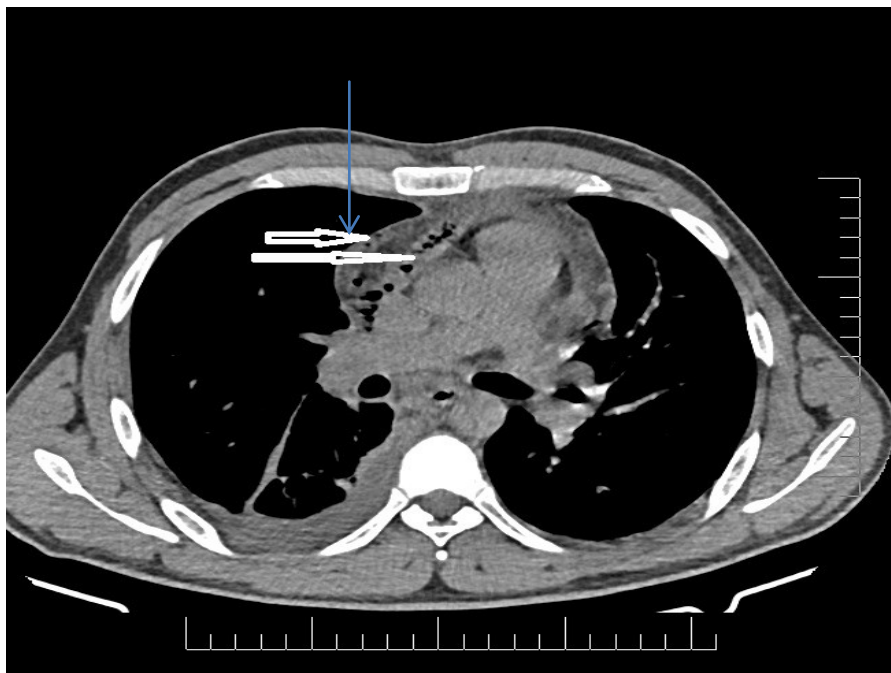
СКТ. Хвора Л. медична карта стаціонарного хворого № 67119. Білими стрілками показано потовщені фасції середостіння, синьою – наявність рідинного скупчення та міхурців повітря.
